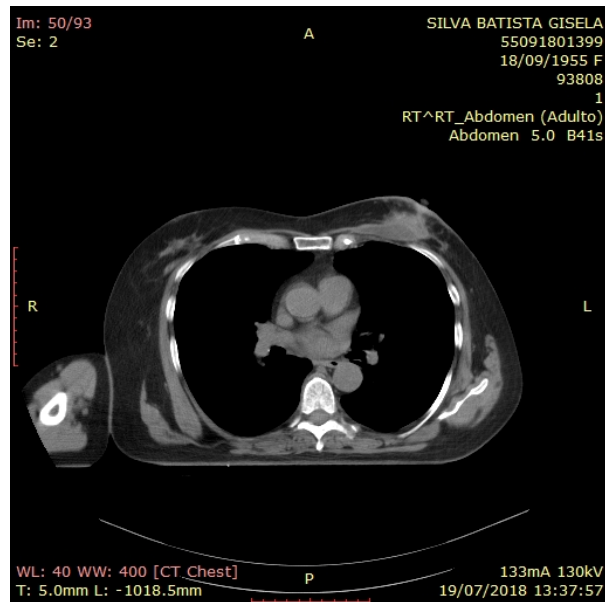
Tomografía axial computarizada simple de tórax donde se observa tumor en cuadrante superoexterno de la mama izquierda con adenopatías axilares izquierdas de aspecto metastásico y ruptura intracapsular de la prótesis mamaria izquierda.
